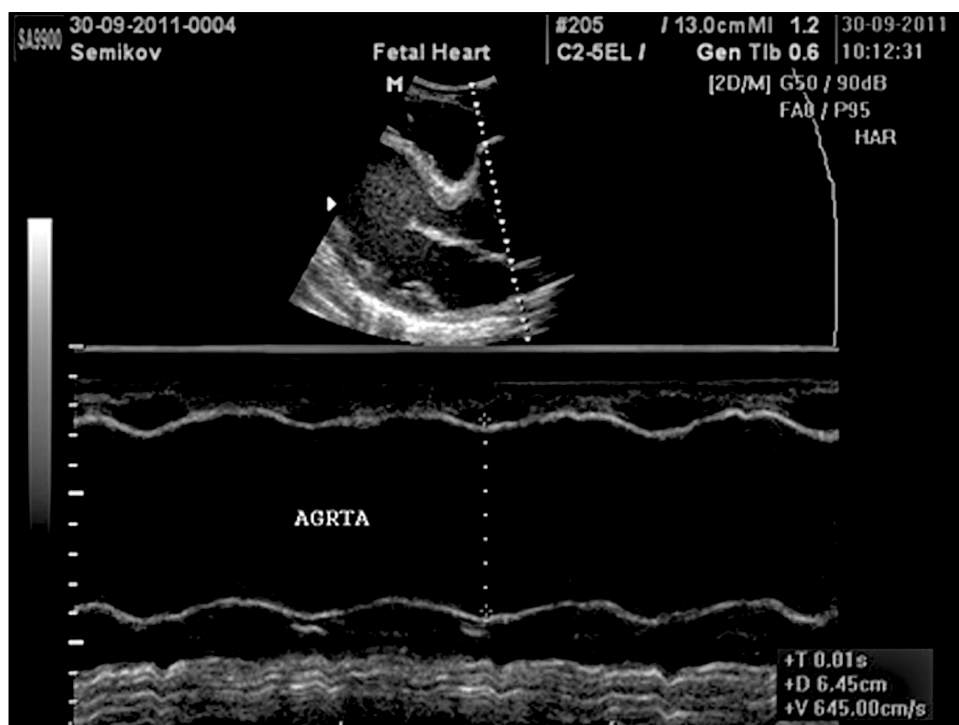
Эхокардиограмма 1.
